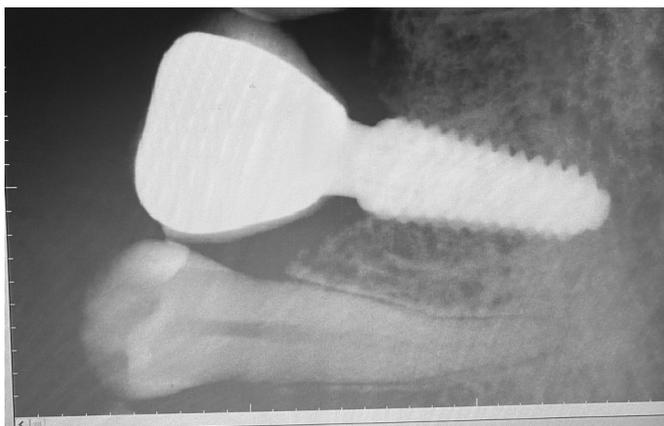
Рентгенологический контроль винтовой фиксации коронки на стандартном абатманте
